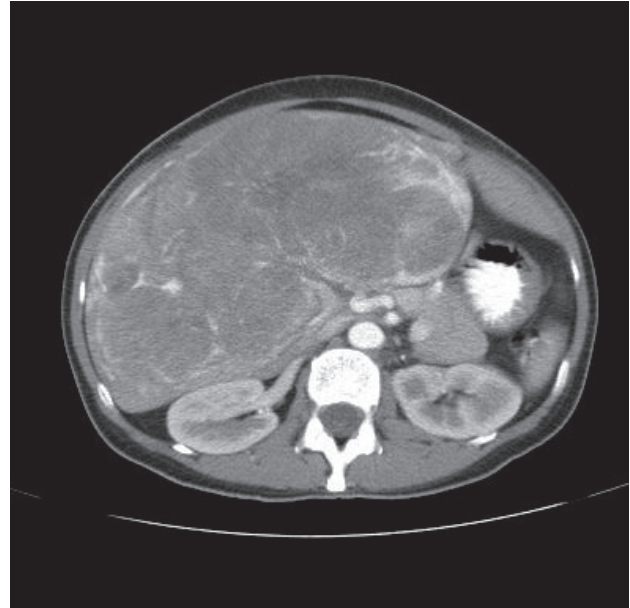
Tomografía axial computerizada: proyección transversal
